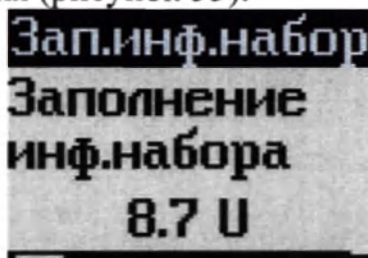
Экран процесса заполнения катетера инфузионного набора
